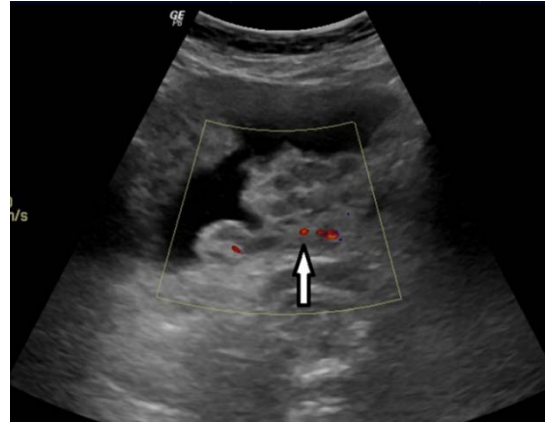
Pelvik ultrasonografide mesane kavitesini tama yakın dolduran polipoid lezyon okla gösterilmiştir
